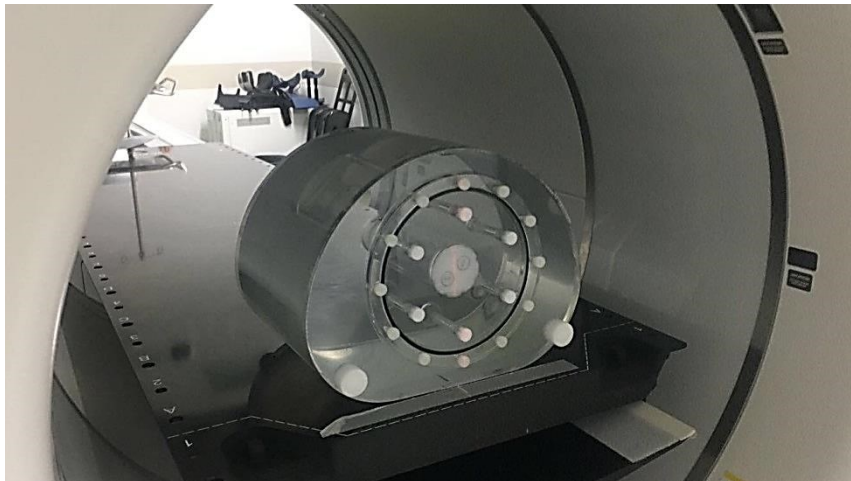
Posicionamento do fantoma na *gantry* da Discovery IQ® no anel de detectores de PET.
